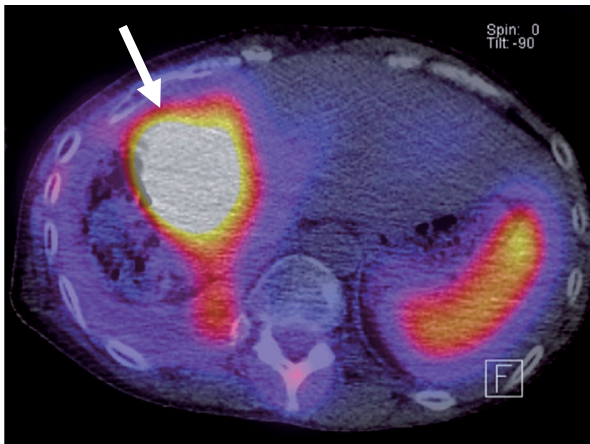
2回目のPRRT開始直前のDOTATOC PET-CT画像。残肝のS4に大きな肝転移巣を認めた(白矢印)。椎骨左縁の染まりは肋骨転移巣。
